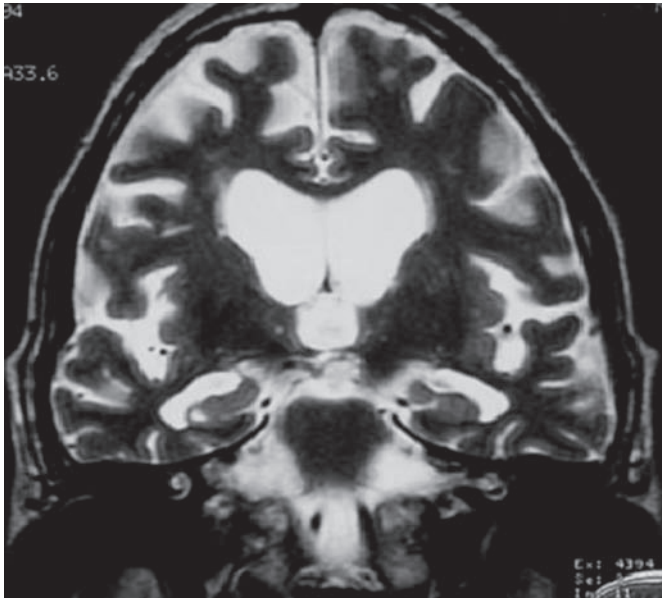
Enfermedad de Alzheimer con atrofia hipocámpica bilateral. Hombre de 75 años de edad con pérdida de la memoria. RM coronal T2. Severa reducción en el volumen de la masa encefálica, con ensanchamiento ventricular y del espacio subaracnoideo. Atrofia hipocámpica bilateral combinada con ensanchamiento de ambos cuernos temporales y de ambas cisuras coroideas.
